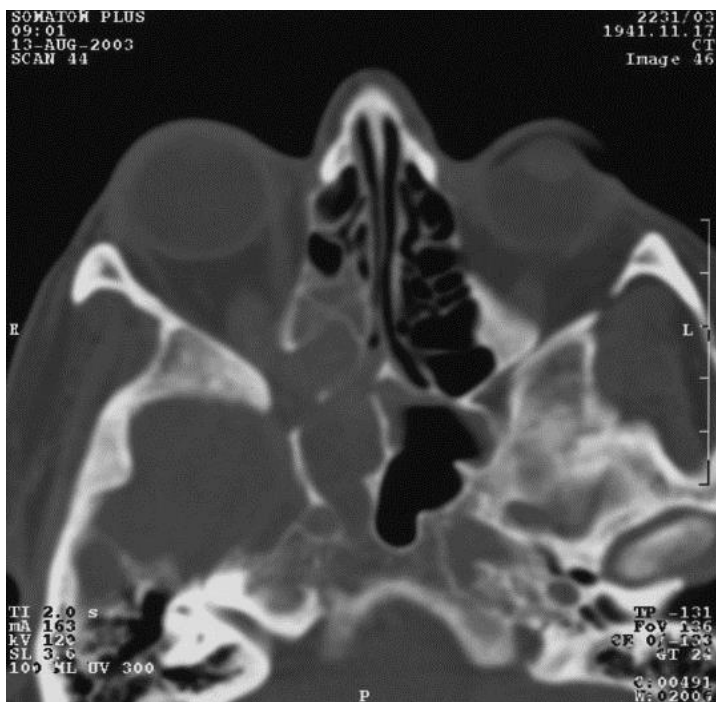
CT-Bild axial, Patient mit Aspergillose und Verschattungen der Siebbeinzellen (Stadium V nach Chandler).
